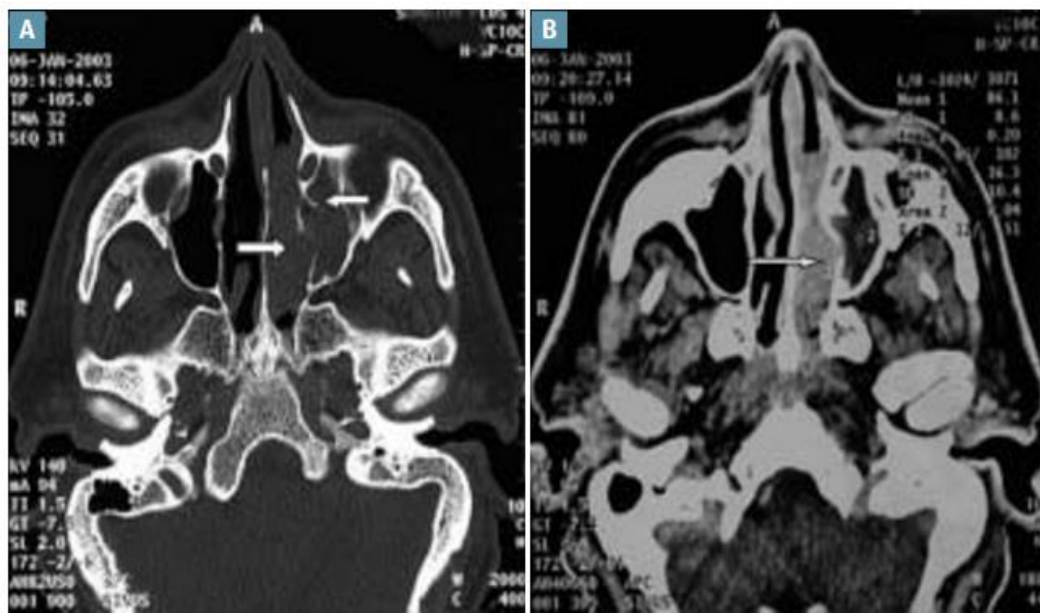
Coupe A : coupe TDM axiale en fenêtre osseuse. Masse polypoïde centrée sur le méat moyen gauche, s'étendant au carrefour ostio-méatique et au sinus maxillaire homolatéraux.
